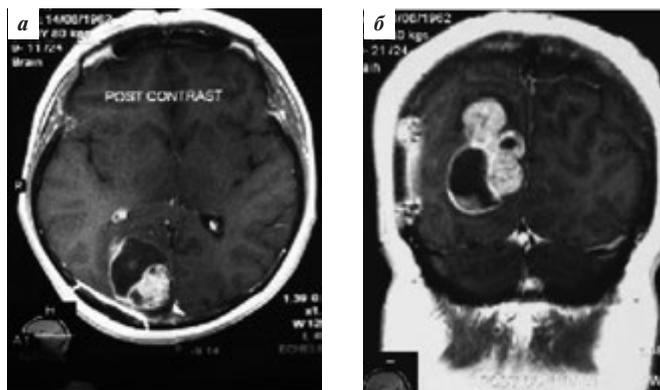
МРТ головного мозга. В правой затылочной доле головного мозга на фоне послеоперационных изменений определяется метастаз солидно-кистозного строения
